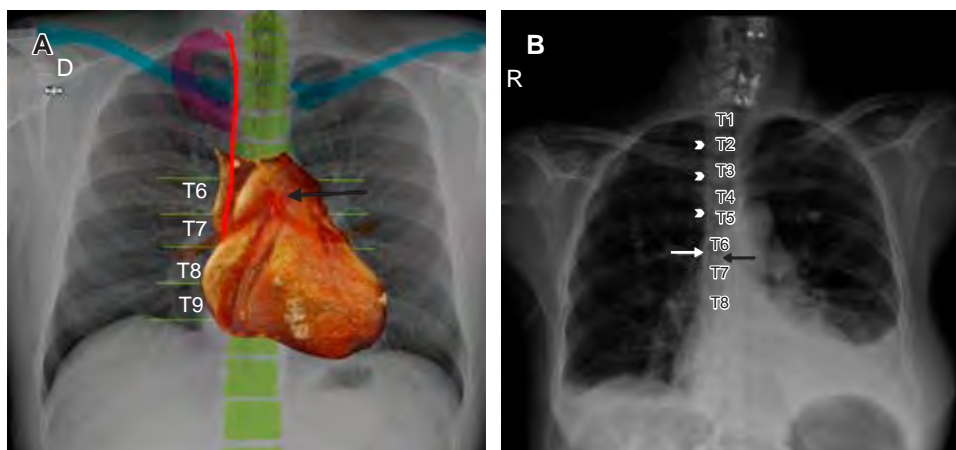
A) Radiografía portátil, muestra los marcadores anatómicos de la clavícula (sombreado azul), primera costilla (sombreado púrpura), cuerpos vertebrales (sombreado verde), carina (sombreado naranja), catéter central (línea roja). B) Radiografía portátil posterior a colocación de catéter central de acceso yugular derecho, cuyo trayecto es paralelo a la línea paratraqueal derecha (puntas de flecha blanca). El extremo distal (flecha blanca) se localiza a nivel de la carina (flecha negra). Destaca que se respetan los dos cuerpos vertebrales inferiores a la carina como marcador anatómico para localizar la unión cavoatrial.
